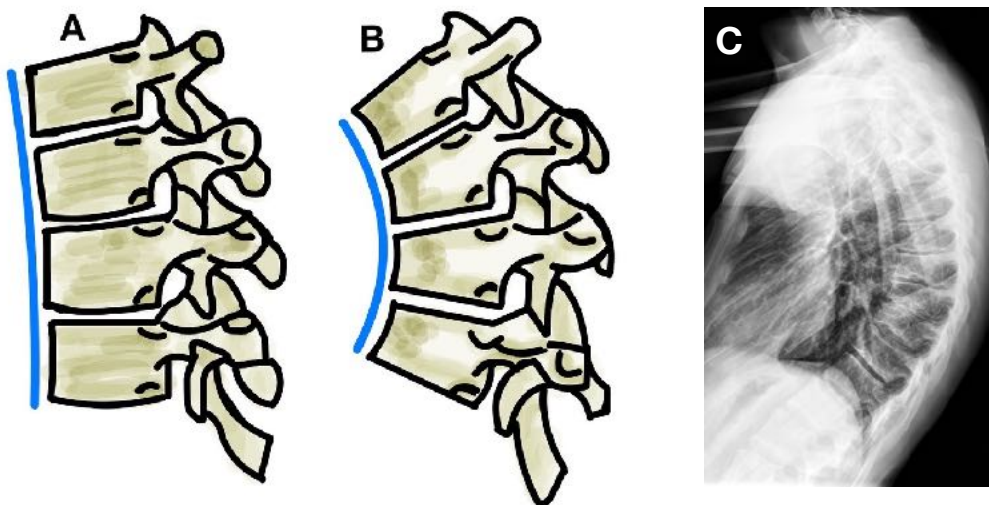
A) Disposición normal de las vértebras dorsales. B) En la Enfermedad de Scheuermann, existe acuñamiento anterior de al menos 3 vértebras contiguas, mayor a  $5^\circ$  cada una. C) Radiografía de columna dorsal que demuestra la deformidad trapezoidal de las vértebras
